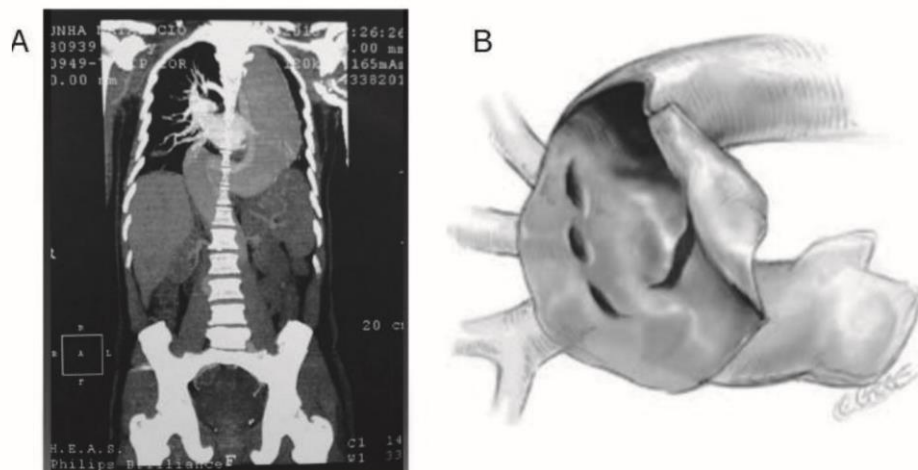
A. Angiotomografia, aorta torácica descendente com luz verdadeira, quase fechada pelo volumoso falsa luz. B. Dissecção do arco aórtico.
